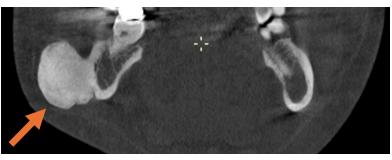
Tomographie à faisceau conique (CBCT), Planmeca Promax 3D Mid. Vue coronale. Flèche : aspect typique d'ostéome mandibulaire. La lésion osseuse est bien circonscrite, homogène, appendue et en continuité avec la corticale vestibulaire du corps mandibulaire D. On note une déformation des tissus mous dû à la présence de cette lésion.
